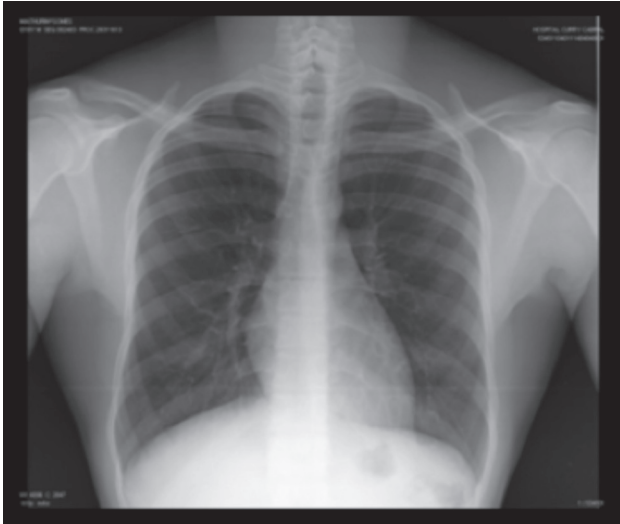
Radiografia do tórax pré-operatória, sem evidência de lesões pleuro-parenquimatosas ou infiltrado intersticial
